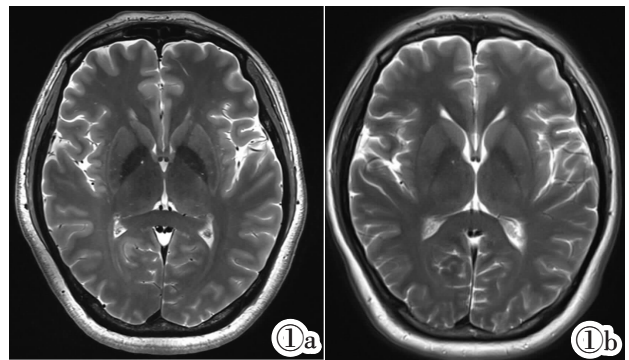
在 7.0T MRI 中,双侧尾状核、豆状核及灰质边界显示清晰。图 1b 各个结构在 3.0T MRI 中显示尚可。
